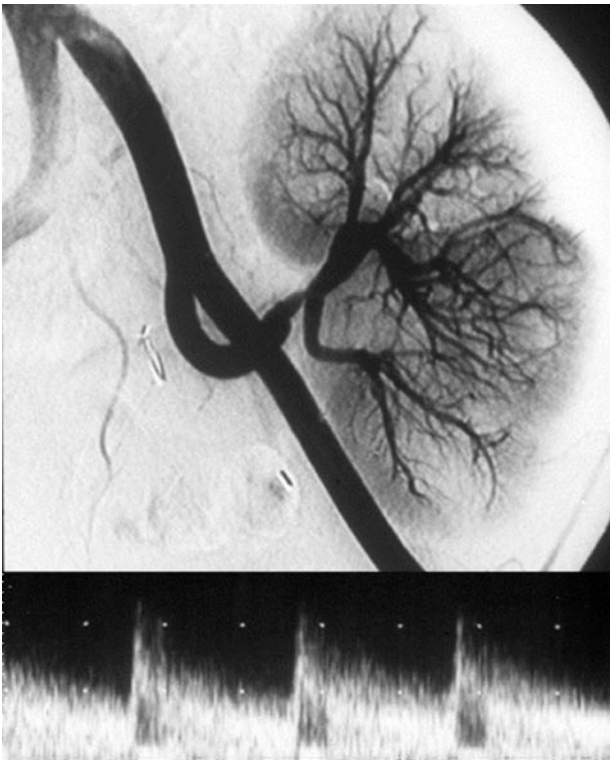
Angiografía y eco-doppler. Estenosis de arteria renal en anastomosis término-terminal con la arteria hipogástrica. Patrón típico de flujo turbulento con  $VS > 150$  cm/sg
